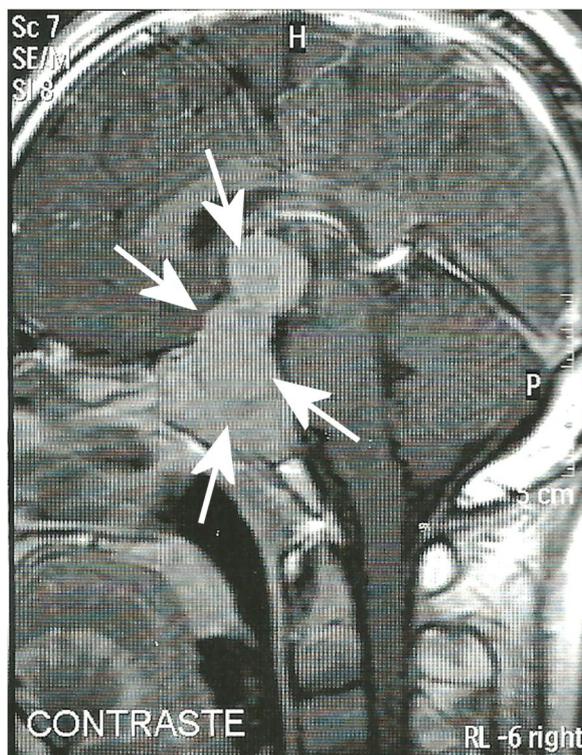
Imagem de Ressonância Magnética evidenciando lesão expansiva heterogênea extrafascial selar e supra selar (setas)
